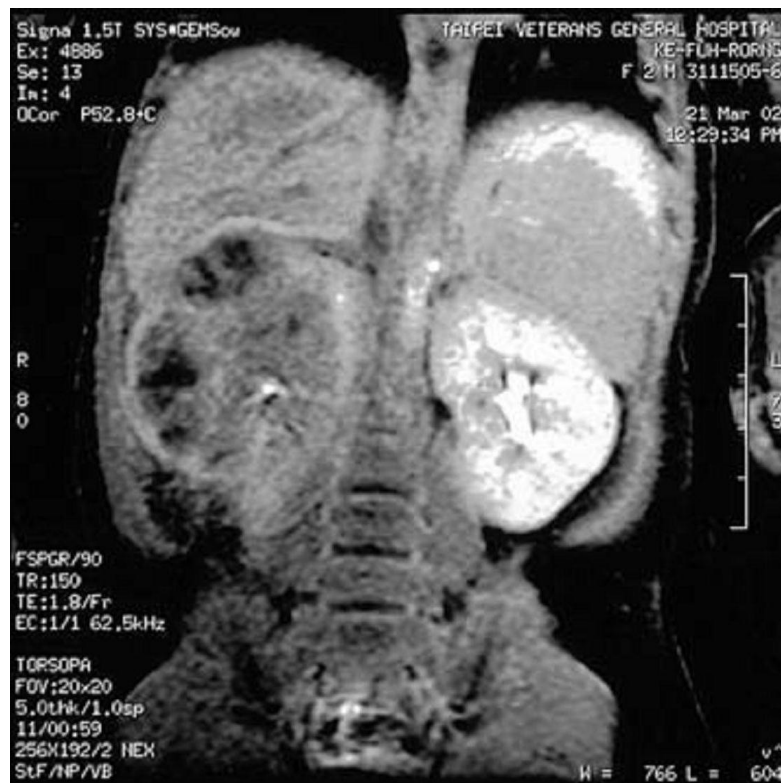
IRM abdominale lors d'une PXG diffuse révélant une lésion hétérogène et un hypersignal en T1 du rein droit contenant des zones kystiques de taille variable
